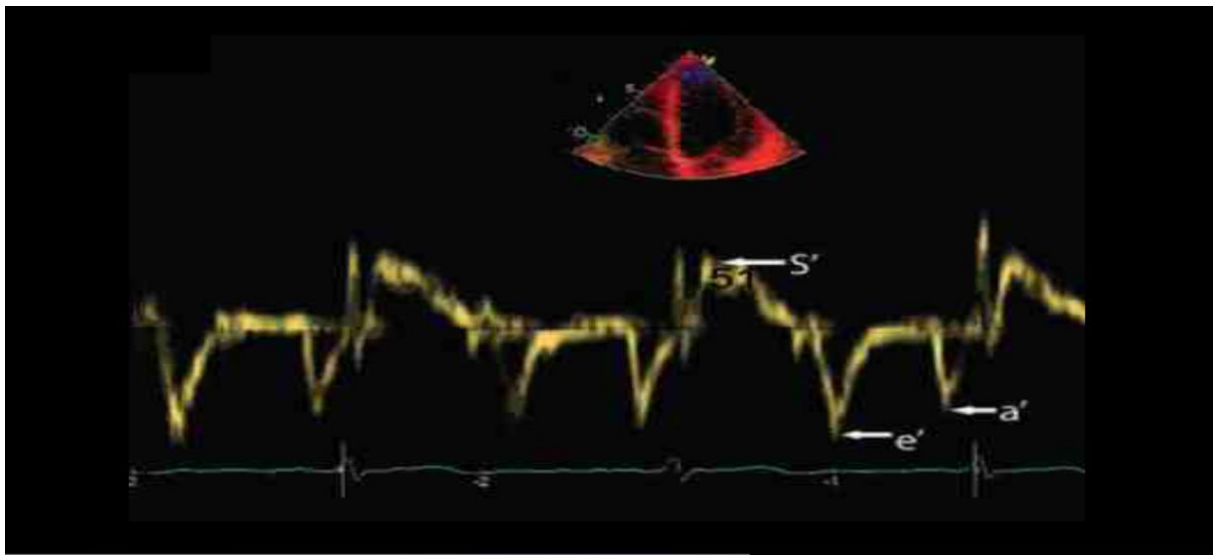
doppler tissulaire à l'anneau mitral.[39]
